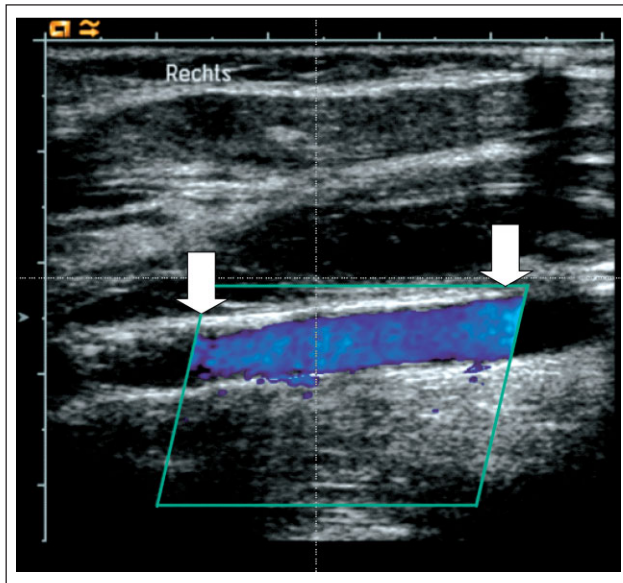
Duplexsonographie der Arteria carotis communis (blau) rechts 24 Stunden nach Stentgraftimplantation: Das Aneurysma und die AV-Fistel sind durch den Stentgraft (weiße Pfeile) komplett ausgeschaltet.
